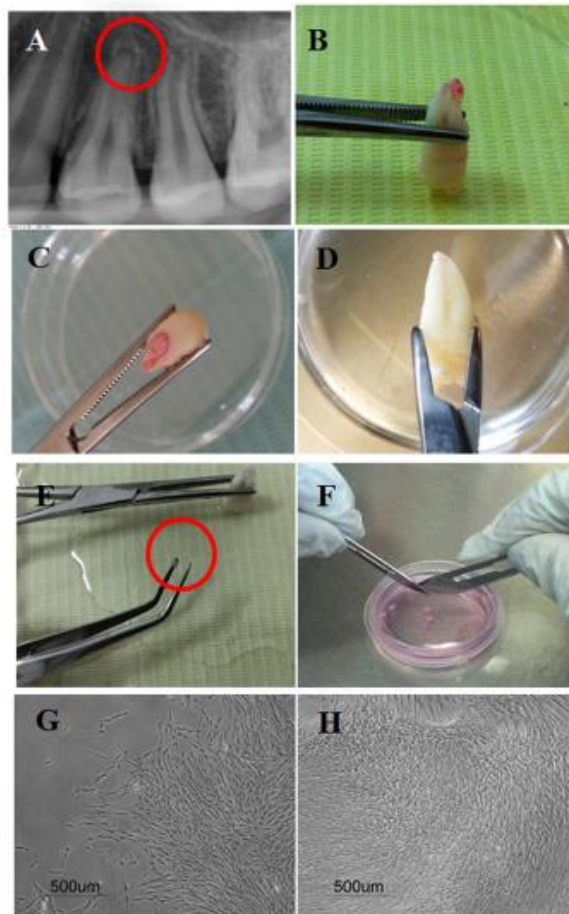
Aislamiento de células madre de la papila apical que muestra: (A) Radiografías periapicales de las papilas apicales relacionadas con el ápice de un premolar humano; (B – D) Premolares extraídos con papilas apicales intactas. (E) La papila apical se separó suavemente con unas pinzas; (F) Disección con bisturí de tejido de papila apical en placa de cultivo celular con medio de cultivo. (G, H) SCAP humano cultivado a después del cultivo primario a los 8 y 21 días, respectivamente.<sup>15</sup>
